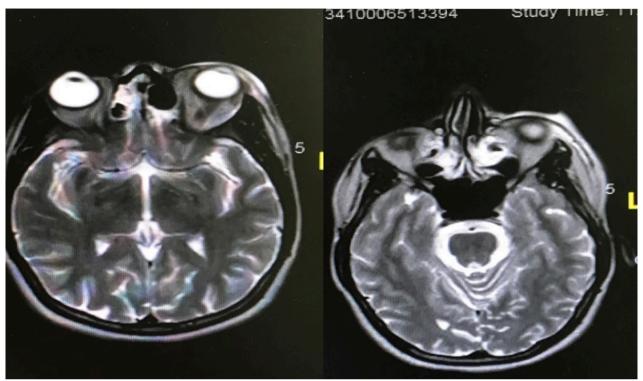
RM orbitaria. Cortes axiales.
